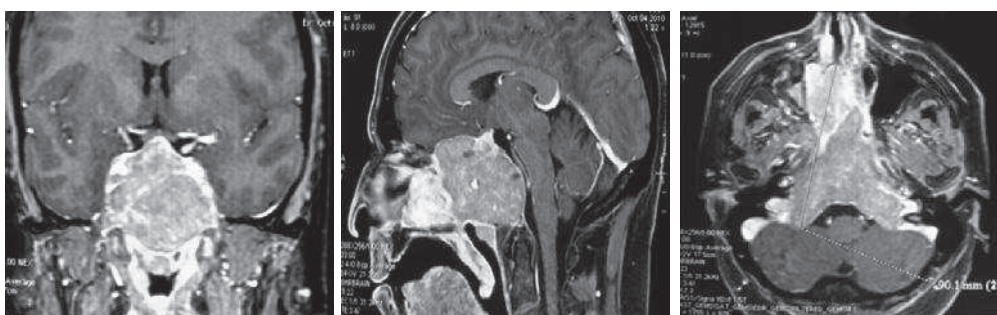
IRM avant traitement : Volumineuse tumeur invasive de la région sellaïre
